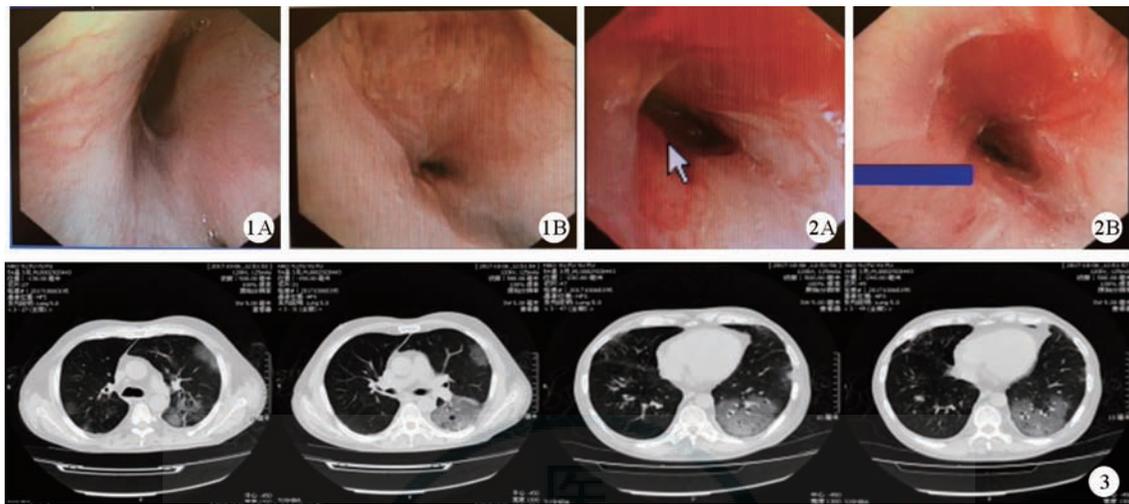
肺移植术后气管镜治疗前右主支气管及右中间支气管 A. 治疗前;B. 治疗后 图 2 球囊扩张治疗后右主支气管及右中间支气管 A. 治疗前;B. 治疗后 图 3 2017 年 10 月 6 日肺部 CT 示新发双肺多发性斑片状磨玻璃影, 左下肺为甚
